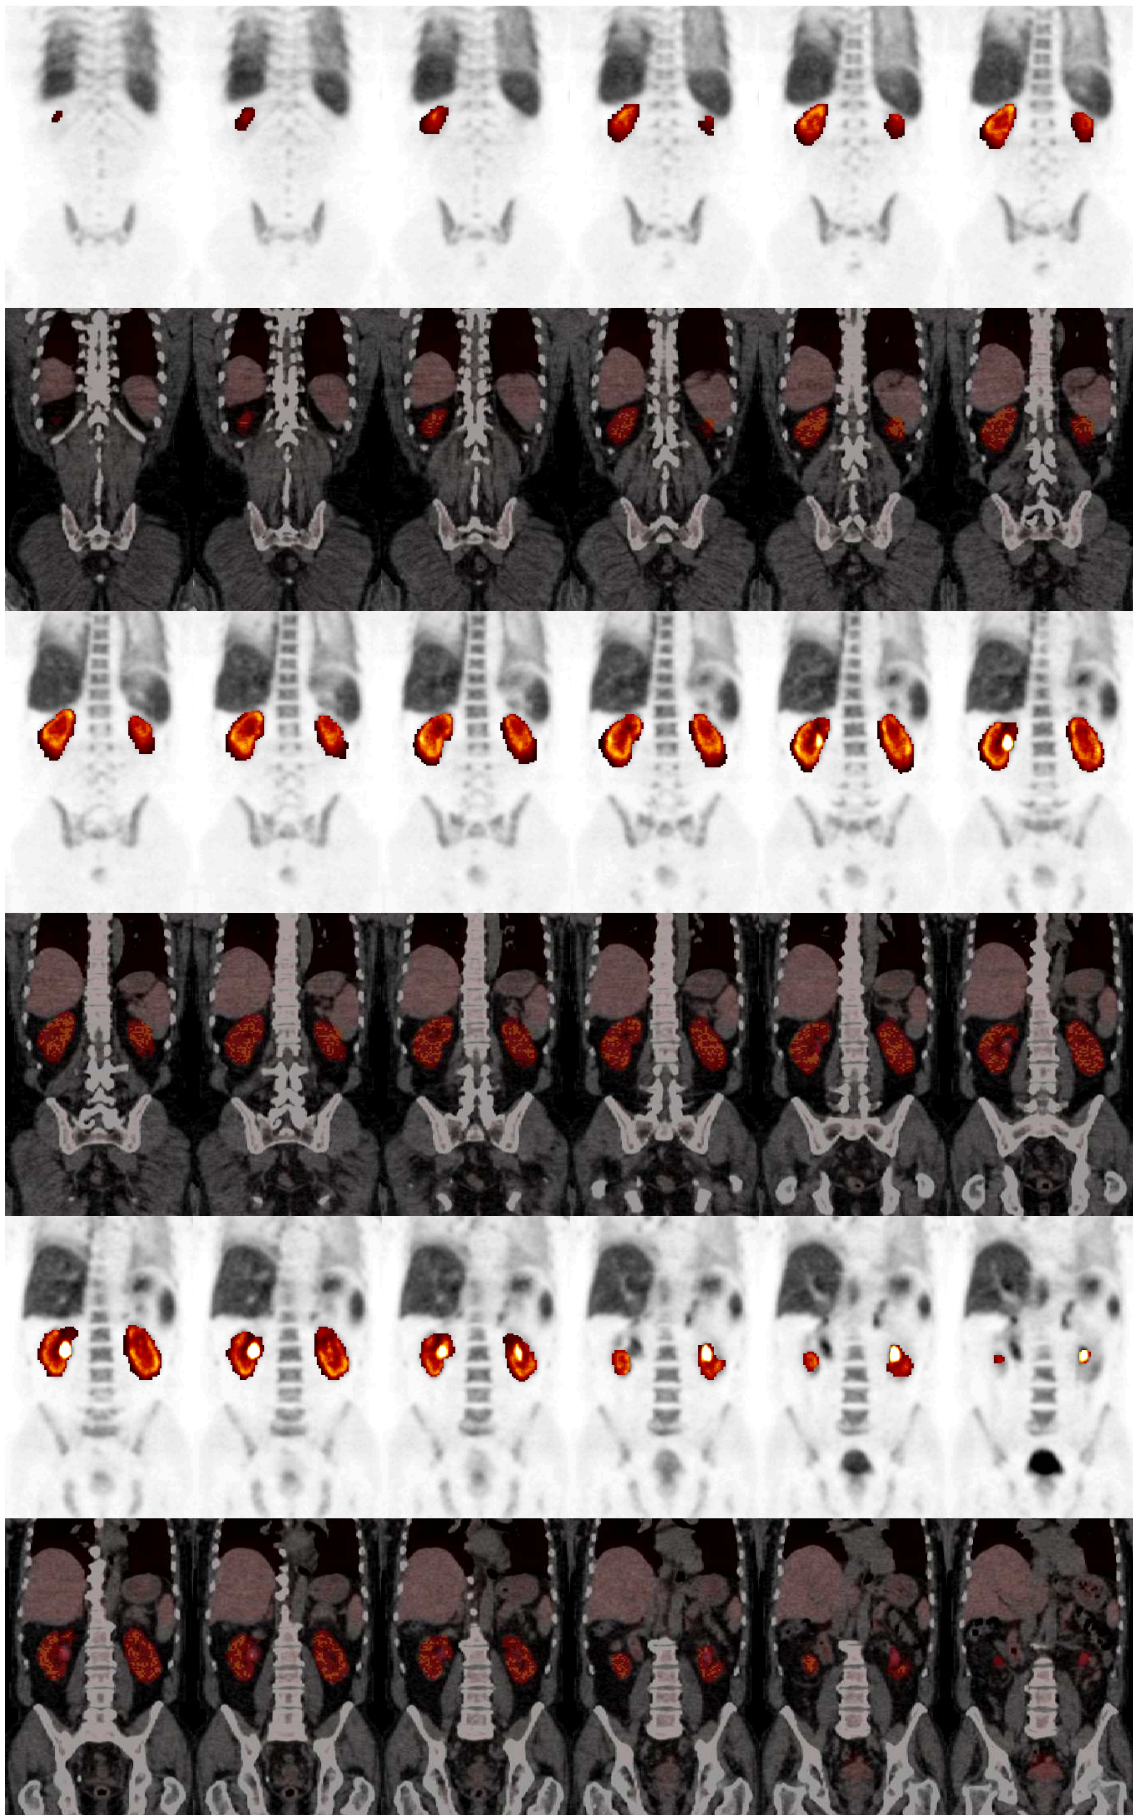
Coronale Schnitte eines PET- und fusionierten PET/CT-Bildes (posterior → anterior) mit eingezeichneter Nieren
